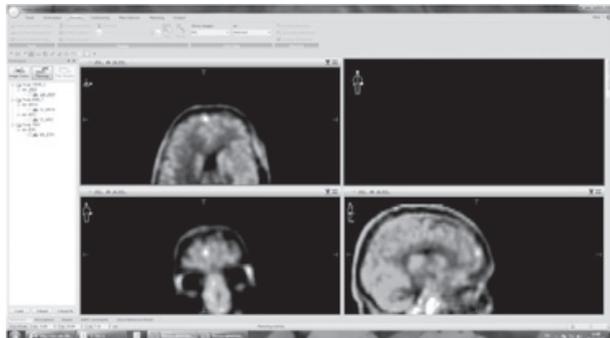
Изображение ПЭТ с метионином с выявлением рецидива глиальной опухоли в правой лобной доли
